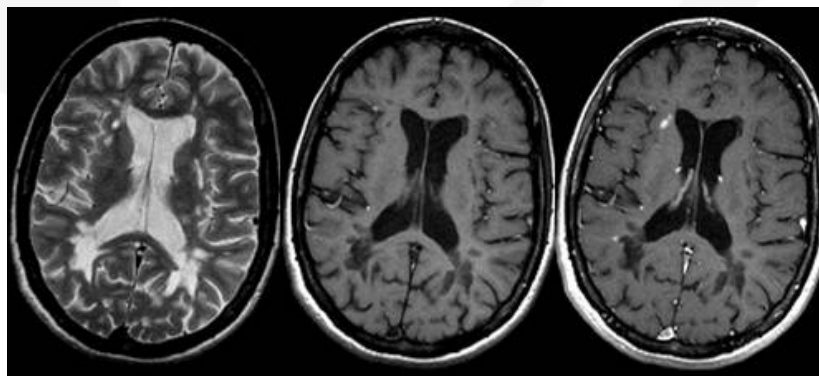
RM cerebral. Secuencias ponderadas en T2 (izquierda), T1 (centro) y T1 con contraste (derecha) en el plano transversal en paciente con EM secundaria progresiva. Obsérvese como muchas de las lesiones visibles en las secuencias T2 son hipointensas en las secuencias T1, sin mostrar realce tras la administración de contraste (agujeros negros irreversibles).
